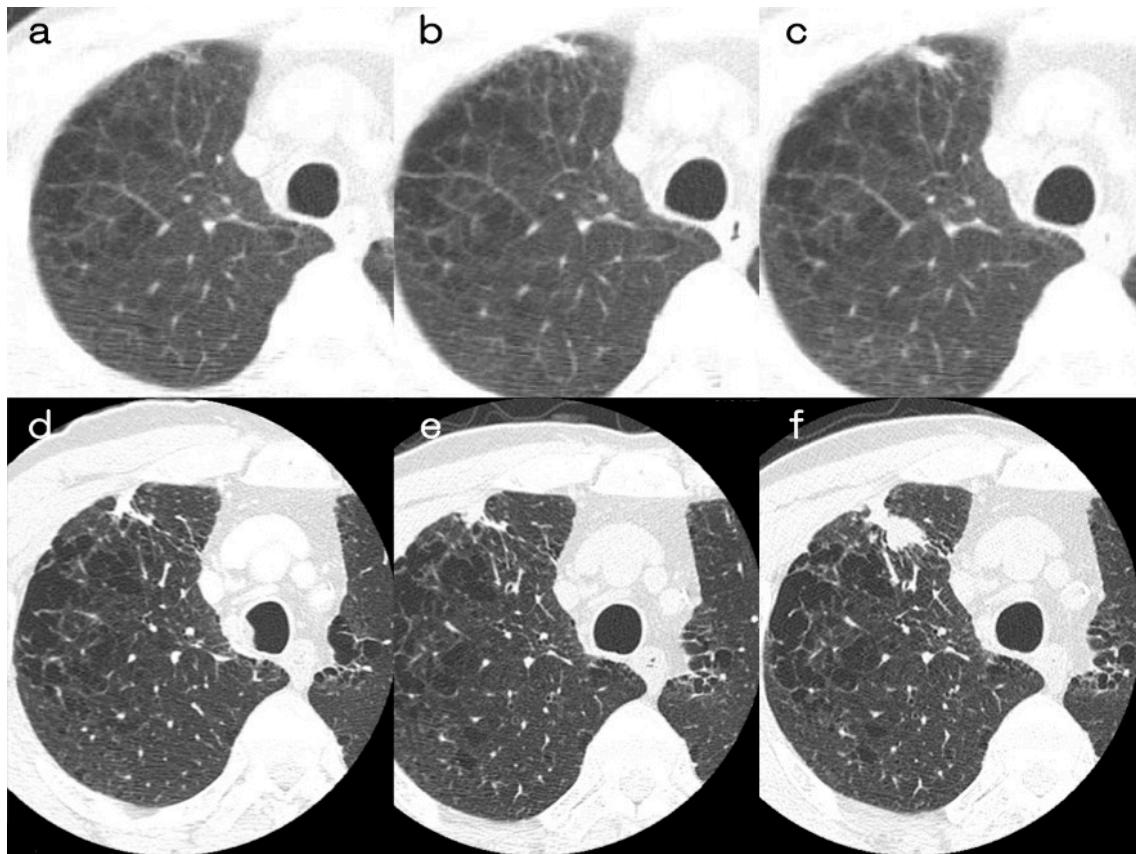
a. 医療機関紹介の 2 年前の検診 CT 画像。背景肺に中等度の気腫性変化が認められ、右 S3b 末梢の胸膜近傍に索状影を認める。b. 紹介 1 年前の検診 CT 画像で、索状影は吸収値が上昇している。c. 医療機関紹介時の検診 CT 画像で、腹背方向の幅が増加している。d. 医療機関受診時の薄層 CT 画像である。e. 受診 2 ヶ月後の薄層 CT 画像で、索状影の経時的増大はない。f. 受診 6 ヶ月後の薄層 CT 画像で、索状影は中枢側で明らかな増大を認めた。扁平上皮癌、cT2aN2M0 と診断された。肺癌は、常に典型的な肺結節の形状を呈する訳ではないことに留意が必要である。
